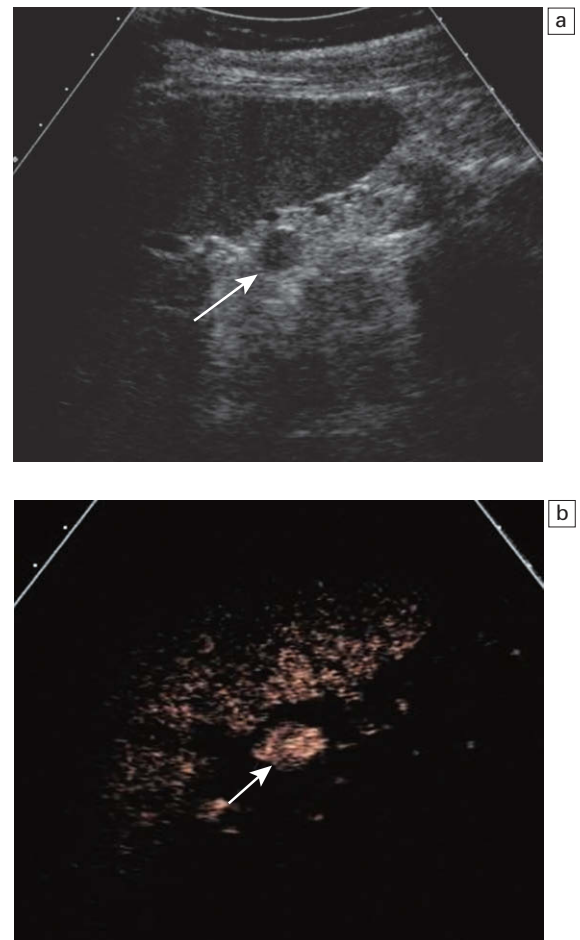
La ecografía con contraste basado en microburbujas demuestra realce del parénquima de un bazo accesorio que es similar a la del bazo principal; a) la imagen basal demuestra una zona con refringencia similar al bazo (flecha) adyacente al hilio esplénico; b) tras la administración de Levovist utilizando ADI, existe captación de microburbujas en la fase tardía confirmando la presencia de tejido esplénico (flecha).
